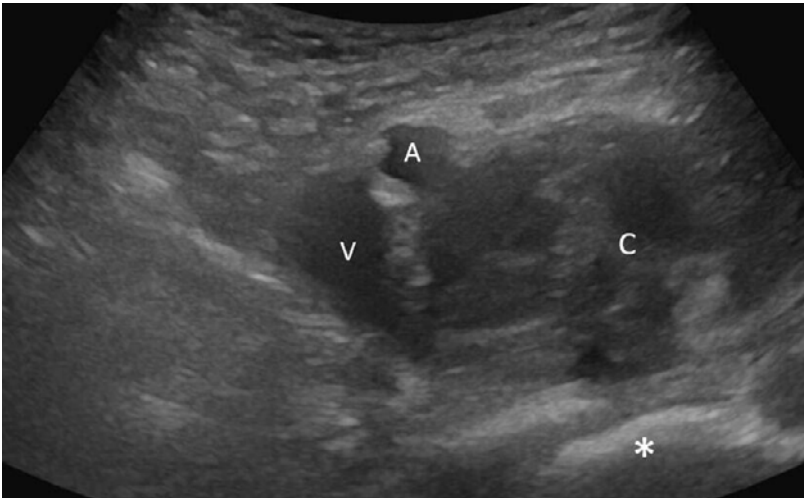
Sonographie, Querschnitt auf Höhe des Leistenbandes. A: Arteria femoralis communis, V: Vena femoralis communis, C: zystische Raumforderung, *: Femurkopf.
